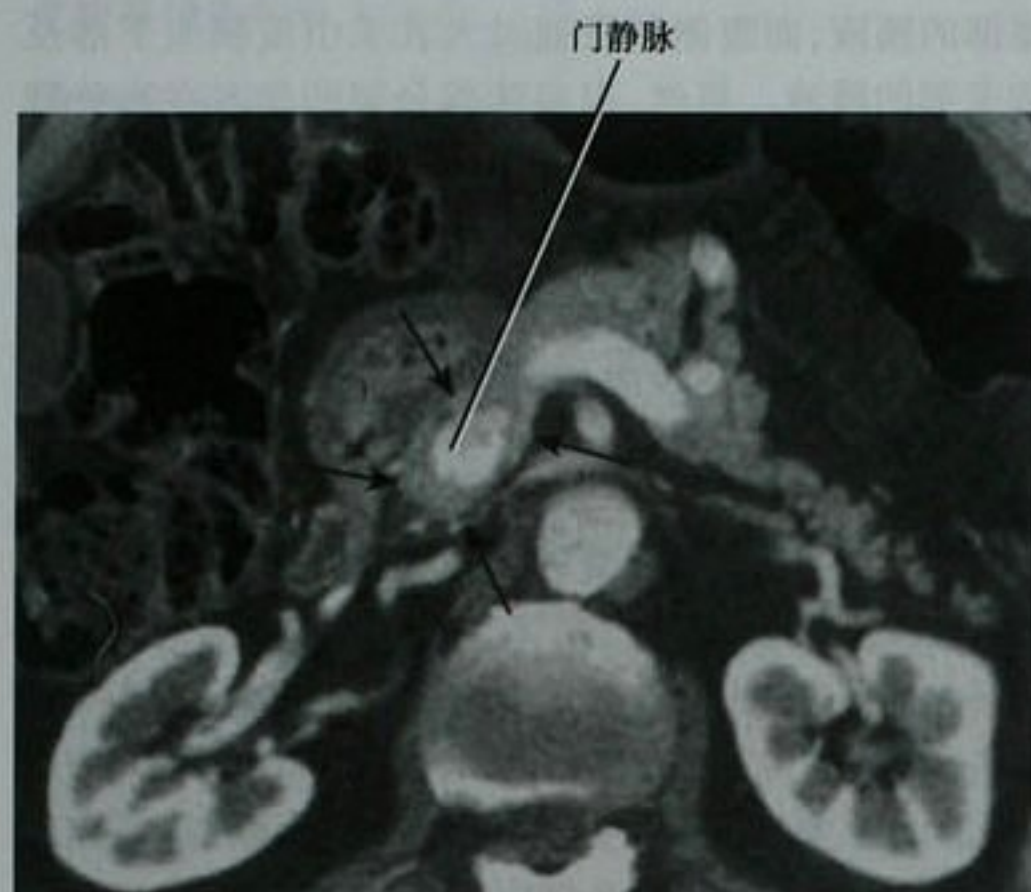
通过胰腺平面的增强横断面 CT 图像。门静脉完全被正常胰腺组织包绕(箭头)
